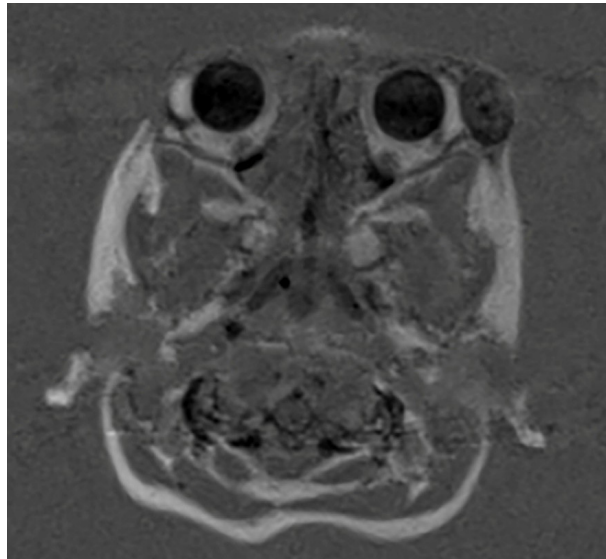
(a, b y c). RM de órbitas: Secuencias axiales potenciadas en T1, T2, y con supresión de grasa, donde se evidencia el comportamiento de señal de cada uno de los quistes.
